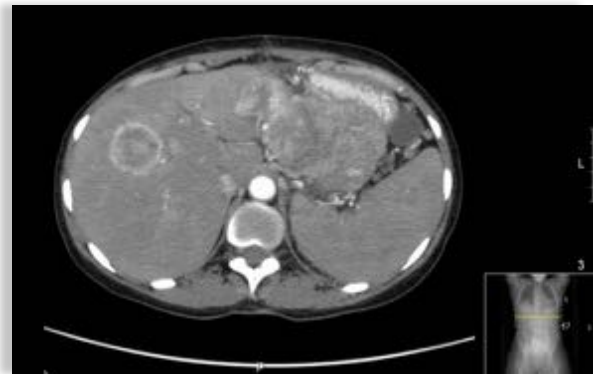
Lesão correspondente a metástase hepática (TC TAP, 28/12/2010)
